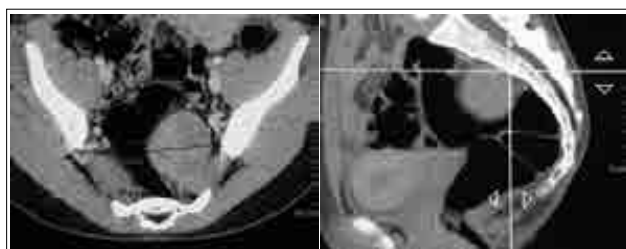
КТ-снимки. Невринома, уровень S_1-S_2
